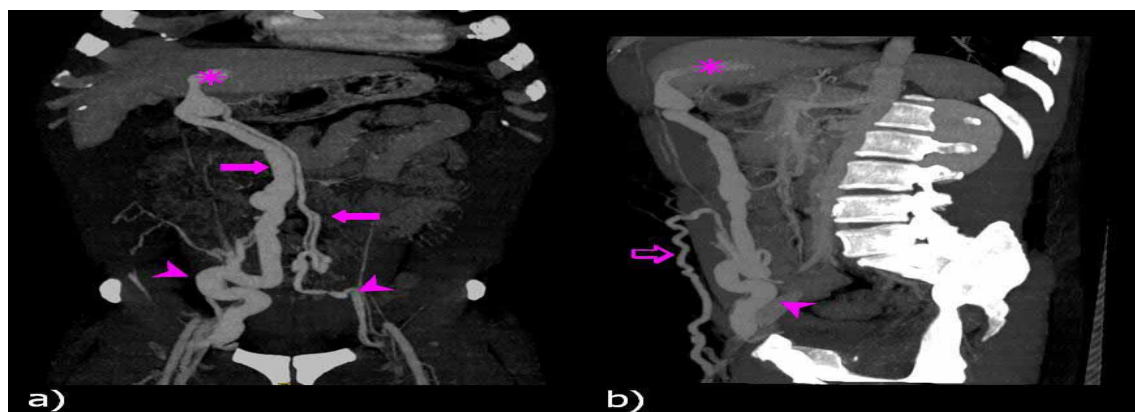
TDM abd, Reconstruction coronale en MIP (a,b). Visualisation de deux veines paraombilicales prenant naissance de la branche portale gauche et se dirigeant vers l'ombilic en empruntant le ligament falciforme puis le ligament rond. Dans la région ombilicale, elles se poursuivent par les veines épigastriques inférieures profondes et superficielles qui se jettent dans les veines iliaques externes.
